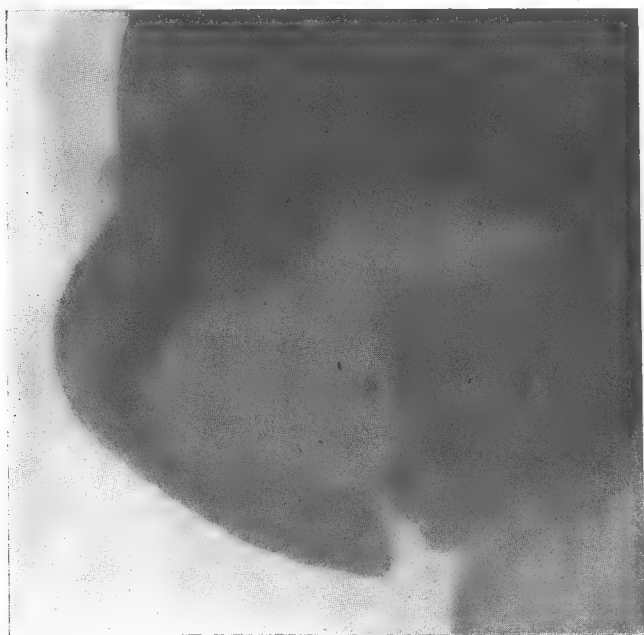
Radiographie antéopératoire du blessé de l'observation 1.
